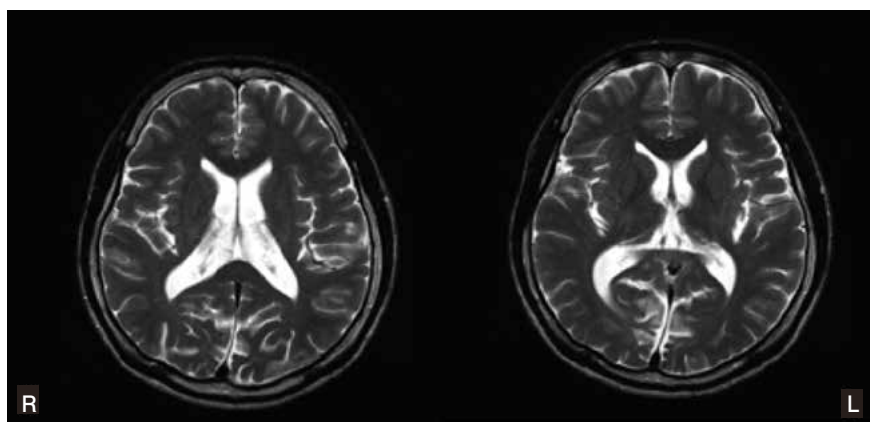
受傷から10年経過時のMRI T2強調画像
